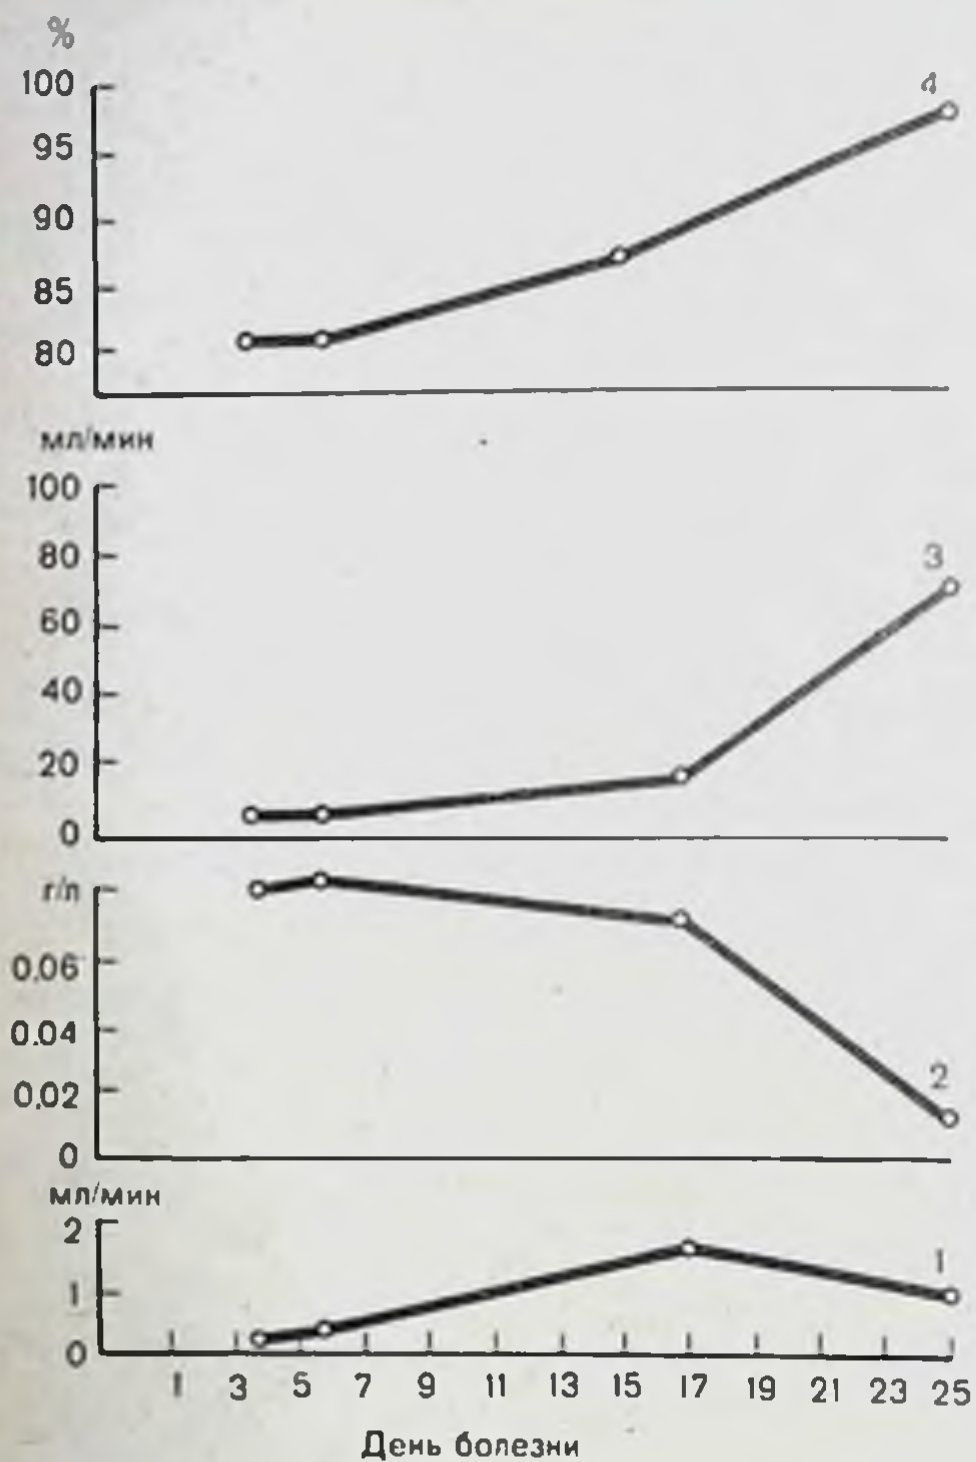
Функциональное состояние почек у больных с гемотрансфузионными осложнениями (нарушения II степени, средние данные). Обозначения те же, что на рис. 12.
